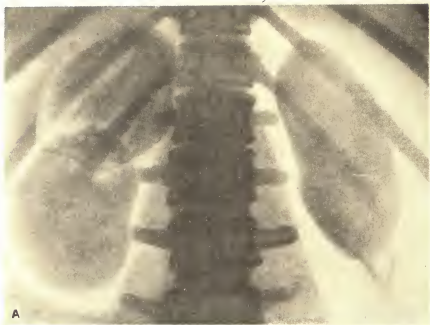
Рентгенограммы при опухоли надпочечника.
